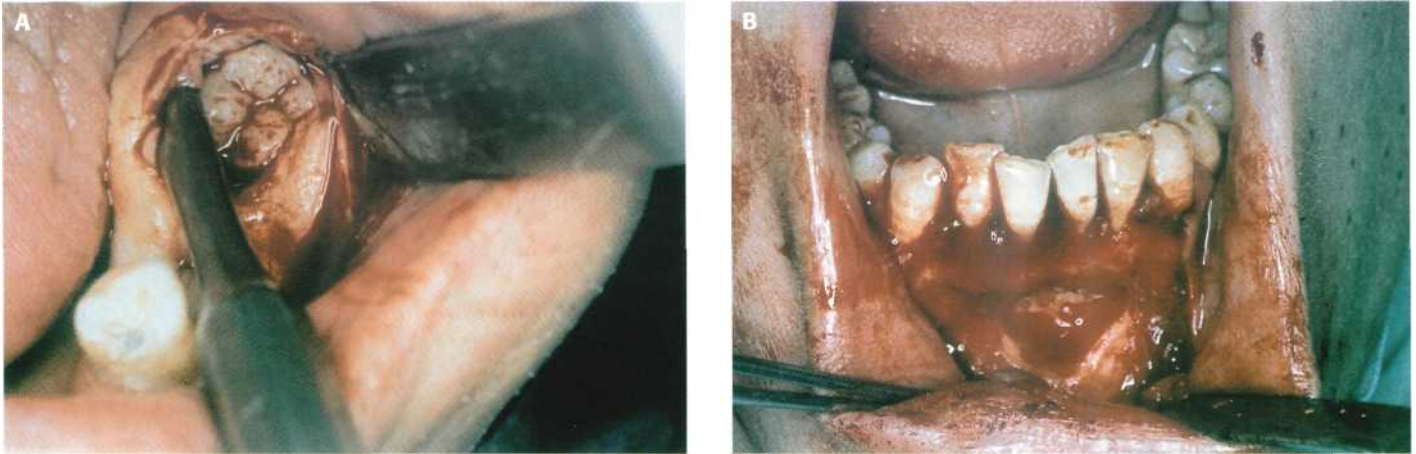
Colocación de los separadores de Farabeuf o de Langenbeck para separar los colgajos y permitir la buena visibilidad del campo operatorio. (A) Exodoncia del 4.8. (B) Cirugía periapical de los incisivos inferiores.
